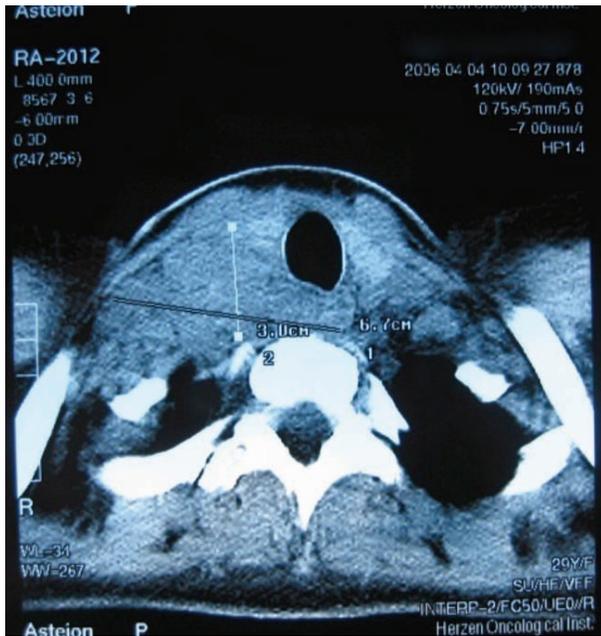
Компьютерная томография шеи больной Т. Определяется тень массивной опухоли, поражающей правую долю ЩЖ и экстракапсулярно распространяющейся на ткани шеи
